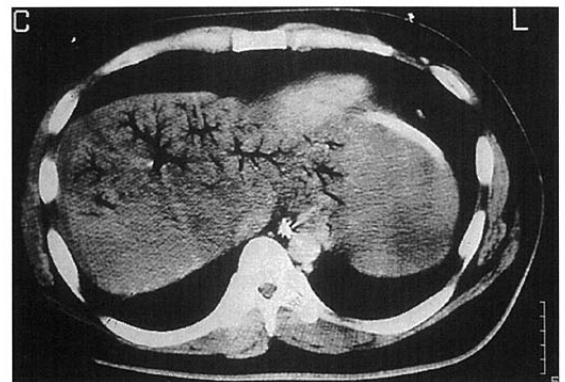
腹部CT像 肝内門脈枝にガスが充満している。臨床的には、腸管壊死に続発した腸管気腫症とそれに伴う門脈内ガス塞栓とみなされた。
